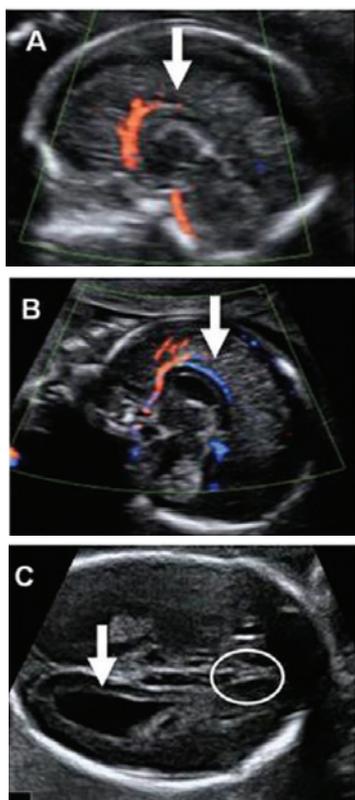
A) corte sagital da cabeça fetal no segundo trimestre com *Doppler color* mostrando a ausência parcial da artéria pericallosa. B) Corte sagital da cabeça fetal no segundo trimestre com *Doppler color* mostrando a artéria pericallosa. C) Corte transversal da cabeça fetal mostrando a ausência do *cavum* do septo pelúcido (círculo) e o ventrículo lateral com o sinal da gota de lágrima (*seta*).
